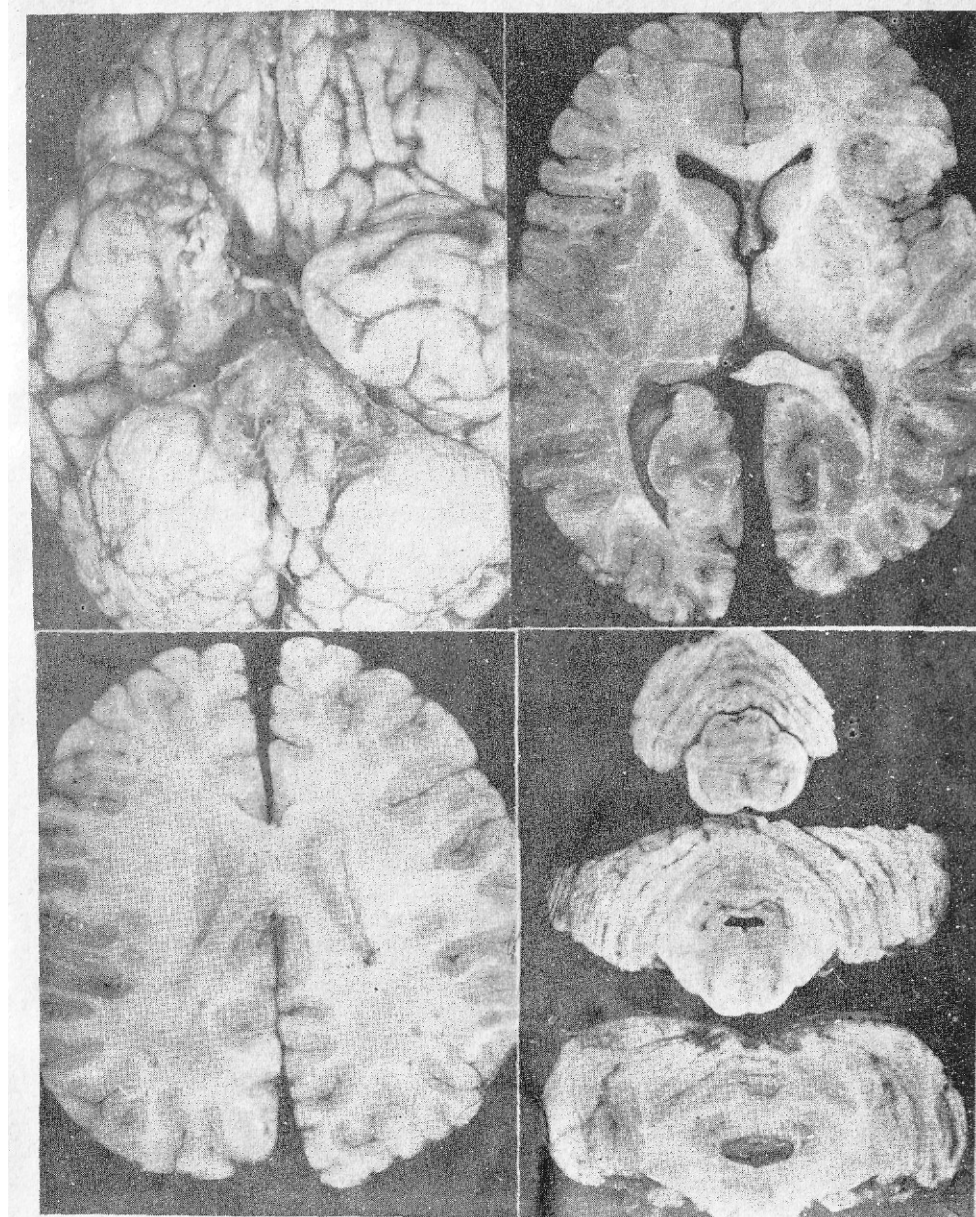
Головной мозг пострадавшего, которому проводилось двукратное КТ исследование (см. рис. 26). Каких-либо изменений на базальной поверхности, на серии горизонтальных разрезов полушарий большого мозга и фронтальных разрезов ствола — не определяется.
